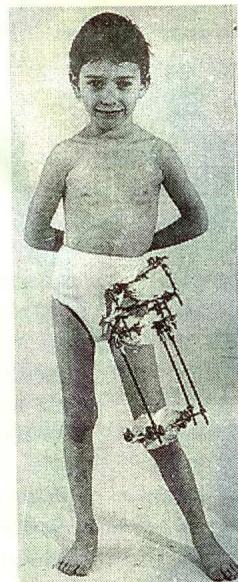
Больной Д. в процессе лечения и его рентгенограммы после завершения коррекции деформации проксимального отдела бедренной кости и ее удлинения.
